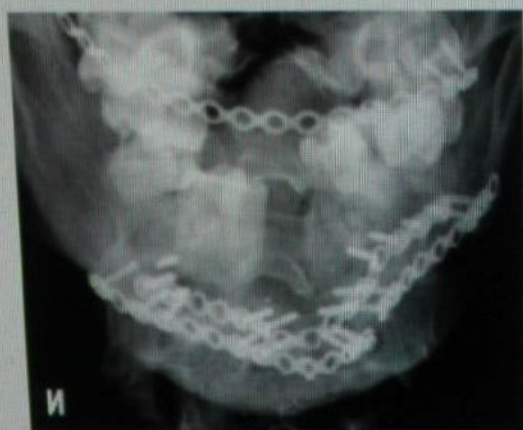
Клинический случай устранения вторичного (после огнестрельного ранения) дефекта фронтального и бокового отдела тела нижней челюсти у пациента с помощью отмоделированного двухблочного бикортикально-губчатого трансплантата из гребня подвздошной кости: внешний вид до реконструктивно-восстановительной операции на нижней челюсти – а) фас; б) профиль; предоперационные рентгенограммы зоны дефекта – в) фас; г) профиль; д) вид зоны дефекта после подготовки реципиентного ложа; е) забран бикортикально-губчатый трансплантат из гребня подвздошной кости.
